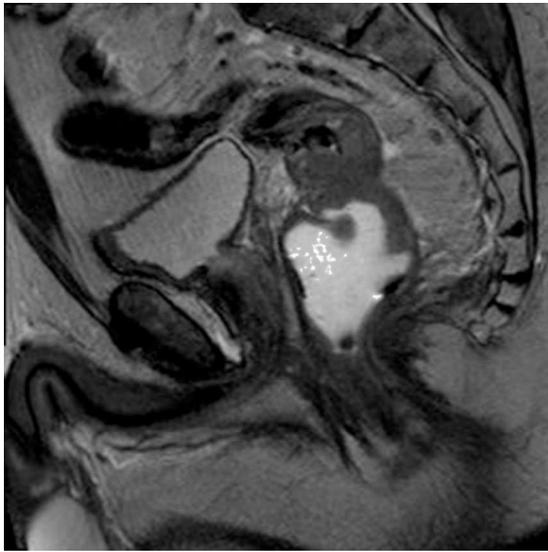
RMN pélvica. Corte sagital con neoformación voluminosa a nivel de recto medio.
